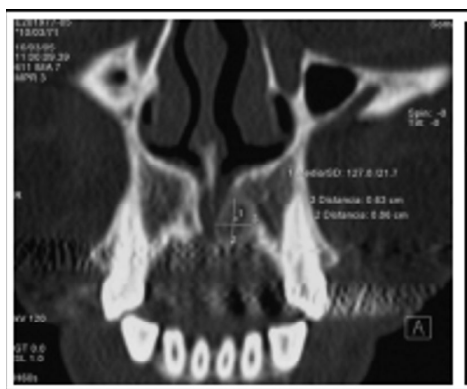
B. TC definición coronal. Se evidencia imagen redondeada en línea media con ligera posición a la izquierda, no sobrepada el piso de la cavidad nasal ni la pared medial del seno maxilar
